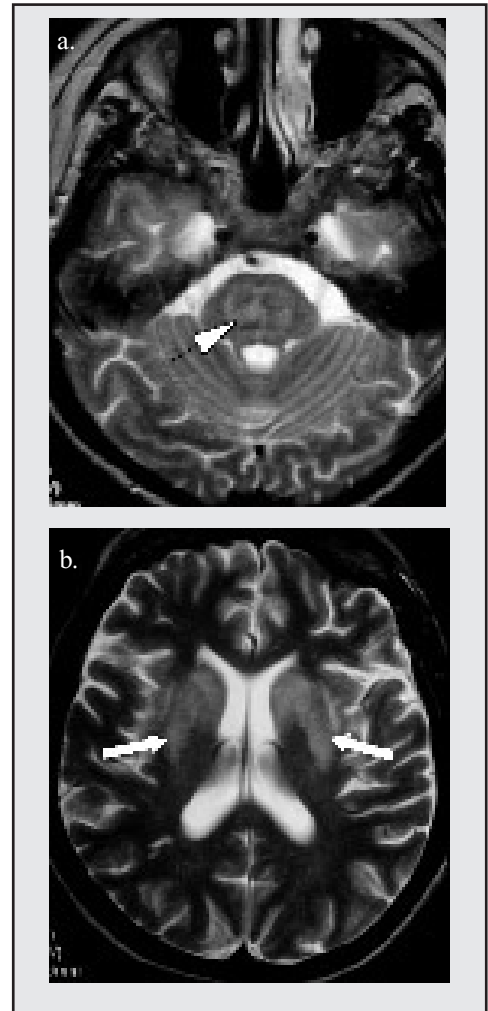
Mielinólisis pónica. RM eco de espín información T2. a) Lesión hiperintensa que compromete la región central de la protuberancia. b) Lesiones hiperintensas simétricas en la cabeza del núcleo caudado y núcleo lenticular bilateralmente*
